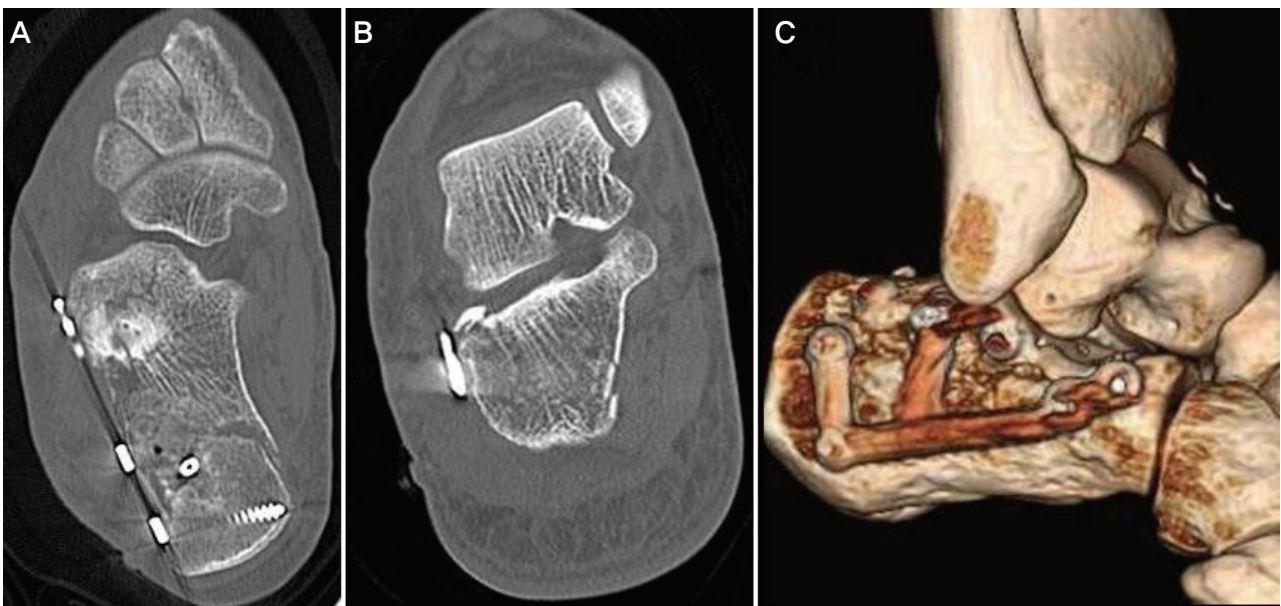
Post-operative CT scanning of the calcaneus. (A) Axial view. (B) Semicoronal view. (C) 3-dimentional reconstruction view.
